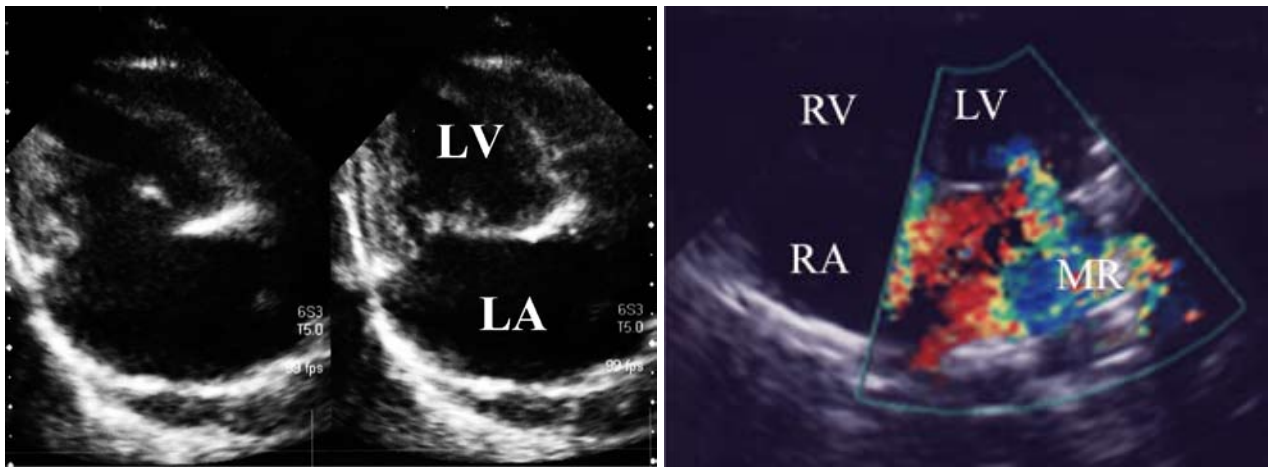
Transthoracic echocardiography on admission. (A) Long-axis view shows the prolapse and thickness of the mitral anterior leaflet, and (B) apical four-chamber view shows the severe mitral valve regurgitation (MR).
